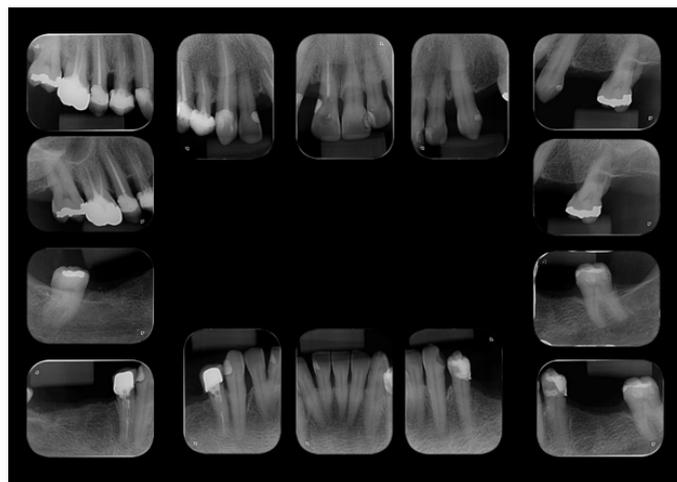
Radiografia periapical completa.
